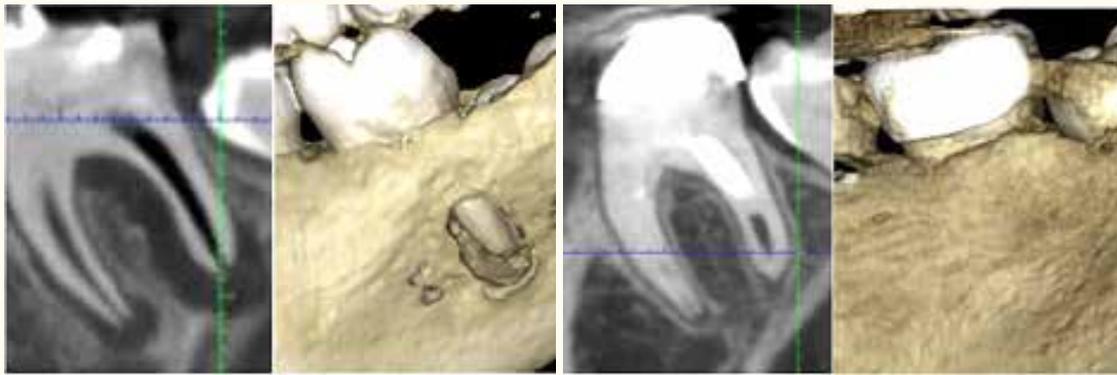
Comparación de CBCT inicial y a los 9 meses, donde se confirma una resolución completa de la lesión periapical de ambas raíces y el aumento de grosor de las paredes de los conductos radiculares.
